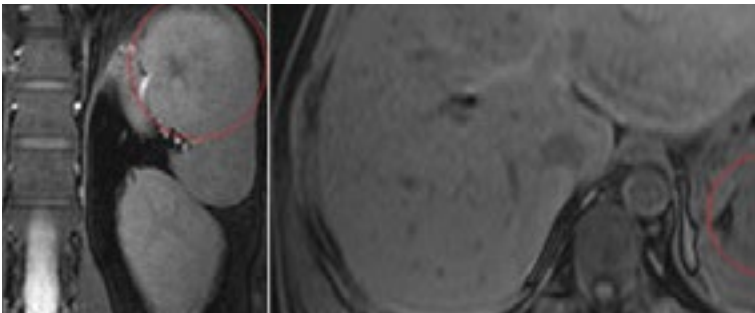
Гемангіома селезінки (КТ)
